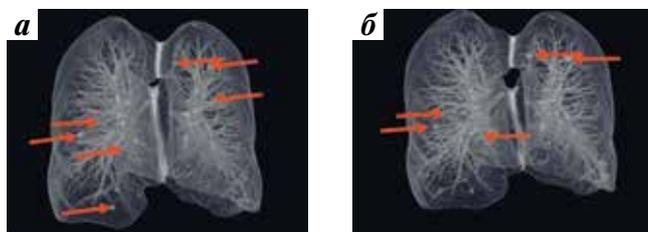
Компьютерная томография легких: а — до лечения: выявляется множественное метастатическое поражение легких с обеих сторон (стрелки); б — после проведения 5 курсов лечения пазопанибом: отмечаются частичный ответ в правом легком, стабилизация процесса в левом легком (стрелки)
